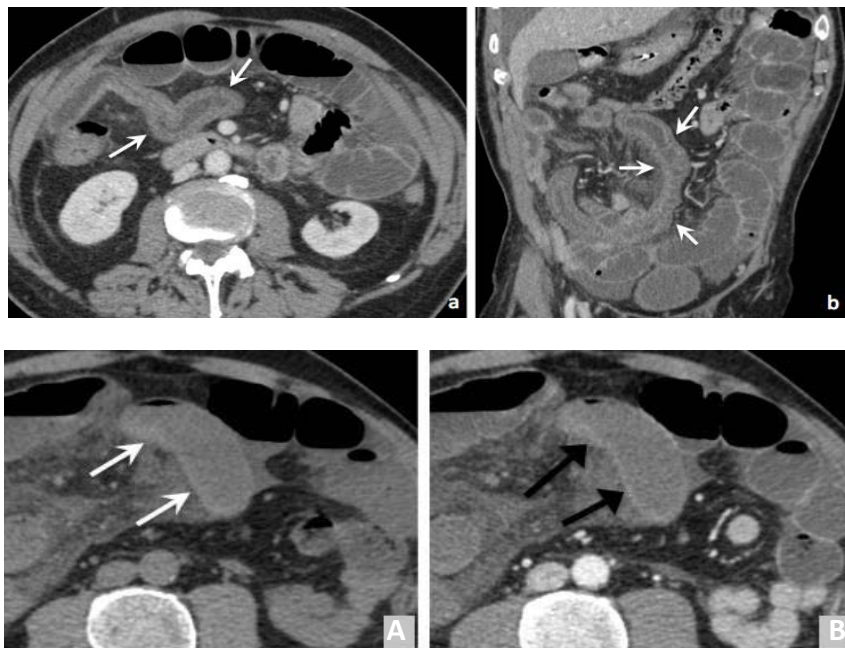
a, b : TDM injectée au temps portal (a) coupe axiale et (b) coupe coronale. Présence d'un épaissement pariétal circonférentiel d'une anse (flèches blanches). A, B : TDM abdominal coupes axiales (A) sans injection et (B) avec injection au temps portal : Hyperdensité spontanée des parois d'une anse en région ombilicale médiane (flèches blanches). A noter qu'après injection, la paroi apparaît faussement normalement rehaussée à cet endroit (flèches noires) [186].
